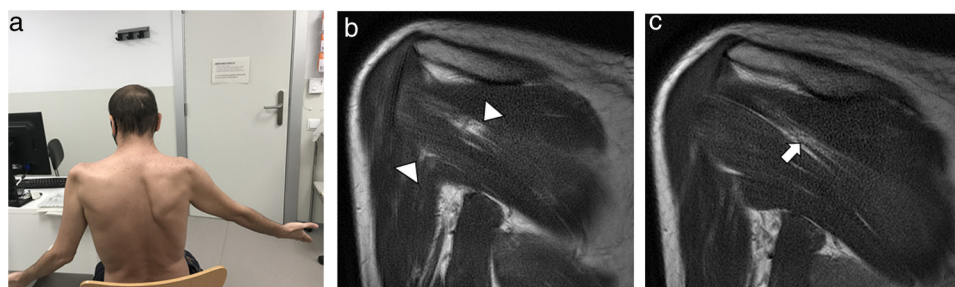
a) Paciente con escápula alada derecha y limitación del balance articular de ambos hombros. b) Imágenes de RM de hombro, secuencia T1. Edema muscular de los vientres musculares del infraespinoso y redondo mayor derecho. c) Infiltración grasa del vientre muscular del infraespinoso derecho.
